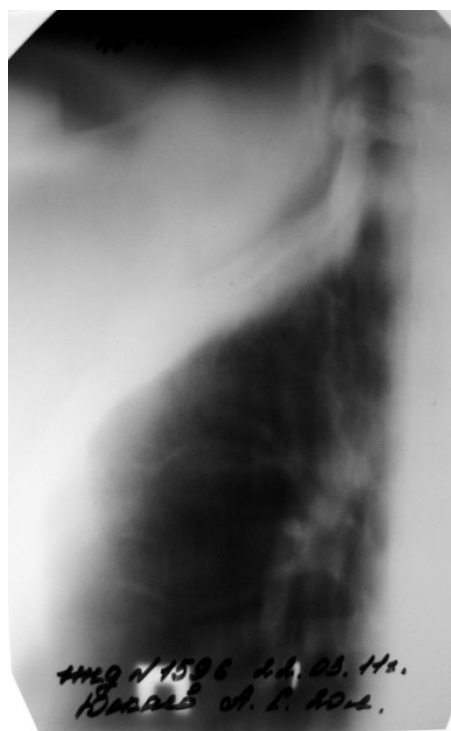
Линейная томограмма правого легкого больного Ю. через 6 месяцев после операции. В верхней доле легкого полостей распада не определяется.
